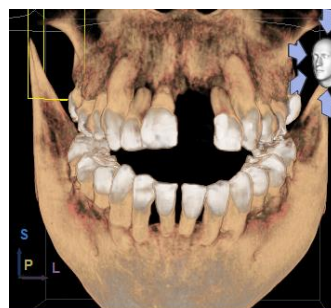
Radiografía de Cone Beam, en donde muestra la pérdida considerable en la altura del reborde alveolar de la premaxila del maxilar.
